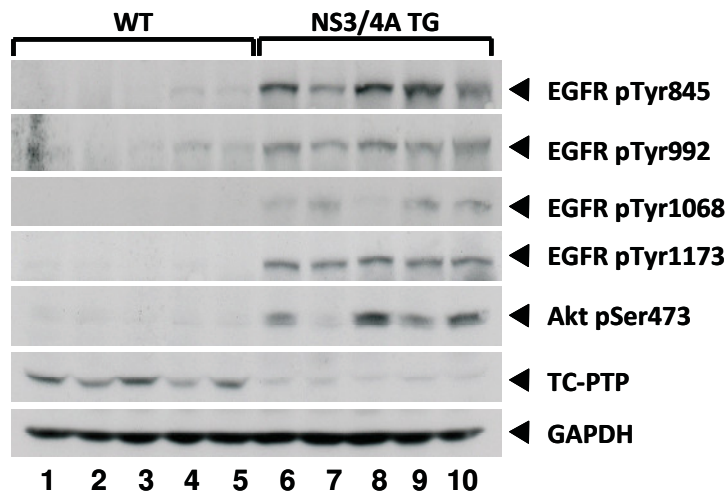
Herunterregulation der TC-PTP-Proteinmenge sowie verstärkte Akt- und EGFR-Aktivierung in Mäusen mit leberspezifischer NS3/4A-Expression. Aus Lebern NS3/4A-transgener Mäuse sowie der entsprechenden Kontrollmäuse wurden Vollzelllysate hergestellt, davon wurden 100 µg Protein/Spur aufgetragen und durch Western Blot analysiert. Mittels spezifischer Antikörper wurden die Phosphorylierung von EGFR an den Tyrosinstellen 845, 992, 1068 und 1173, die Phosphorylierung von Akt an Serin 473, TC-PTP und GAPDH (Beladungskontrolle) nachgewiesen.
